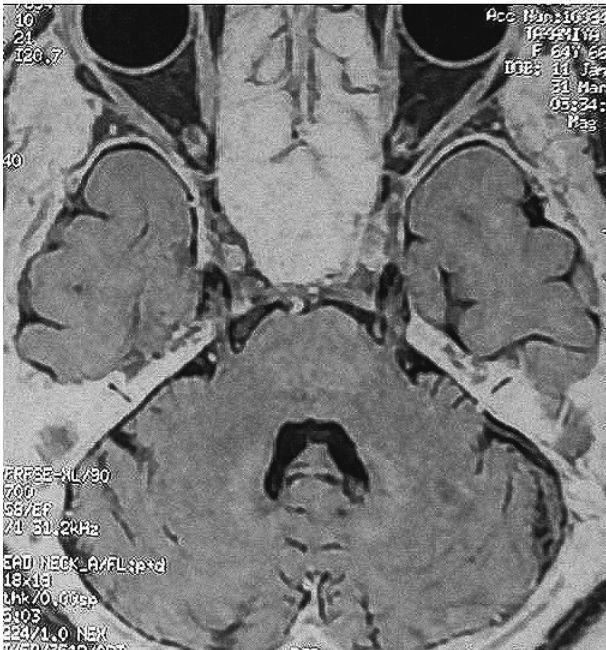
症例6のMRI画像。三叉神経周囲にても膜下腔はほとんど存在しない、非常に狭い髄液空間である。
